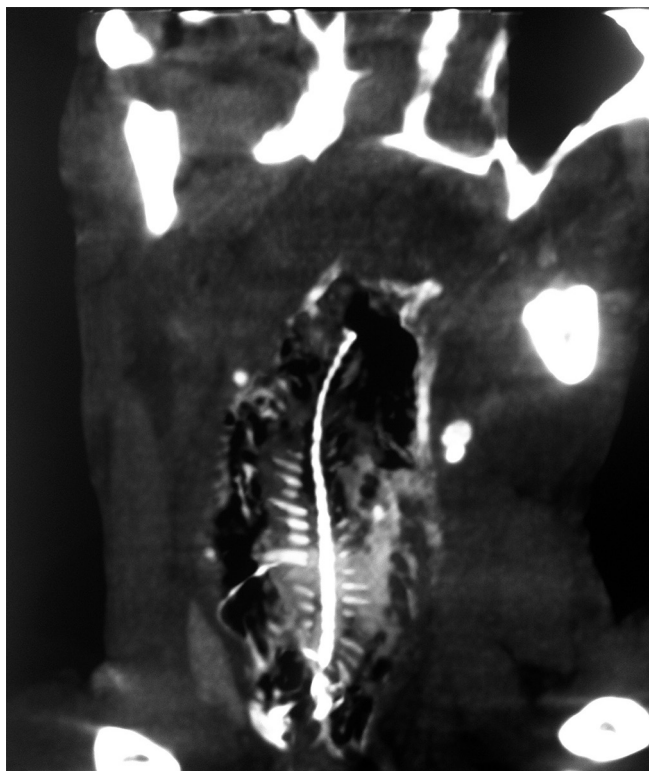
Tomografia computadorizada coronal do pescoço claramente mostrando o peixe inteiro impactado no esôfago cervical
